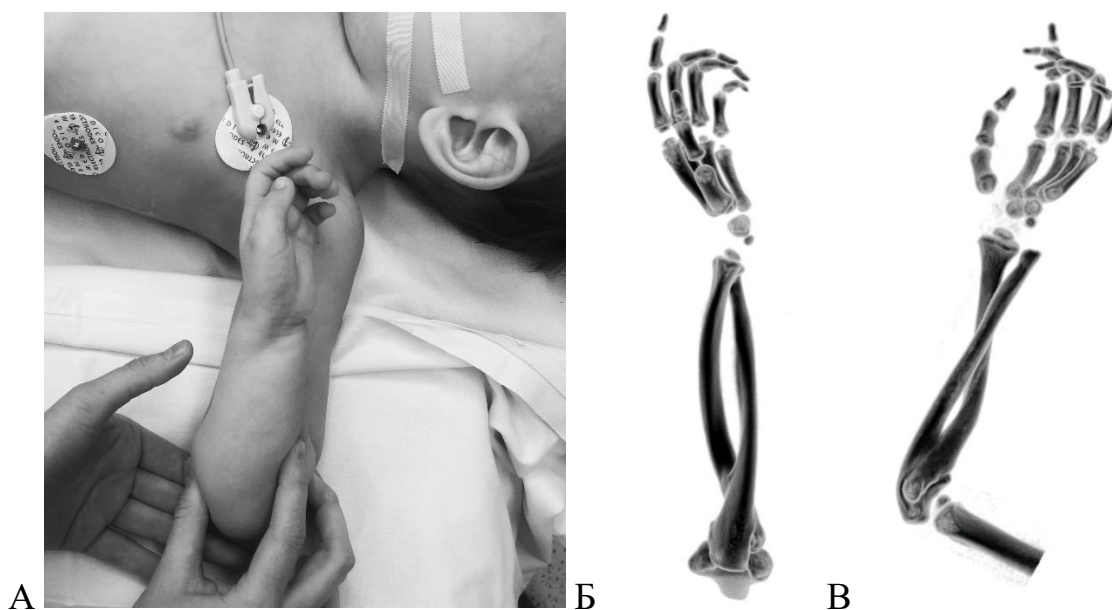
Девочка 3 лет с врожденным левосторонним радиоульнарным синостозом, положение предплечья 160° пронации: А – интраоперационное фото левого предплечья до хирургической коррекции при максимальном сгибании в локтевом суставе; Б – 3D-КТ реконструкция костей левого предплечья, вид с локтевой (задней) поверхности; В – 3D-КТ реконструкция костей левого предплечья, вид сбоку
